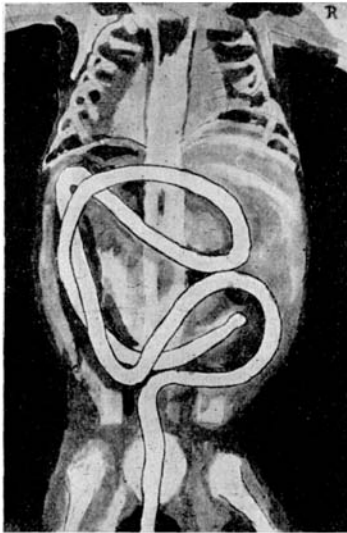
Nach der Röntgenplatte gezeichnet (dorso-ventr. Strahlengang).
